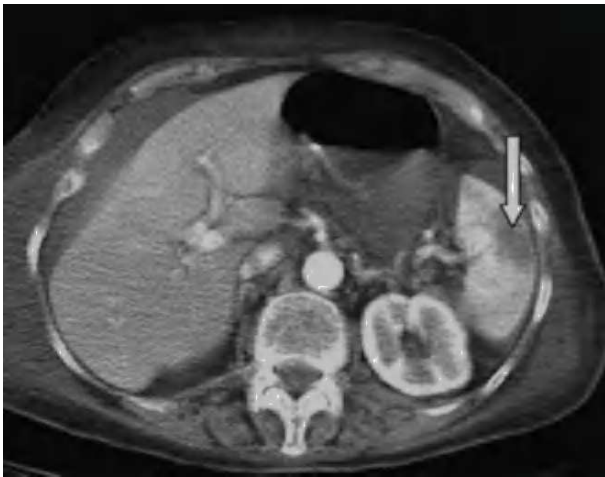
Tomografía axial computarizada abdominal: línea de rotura esplénica.
